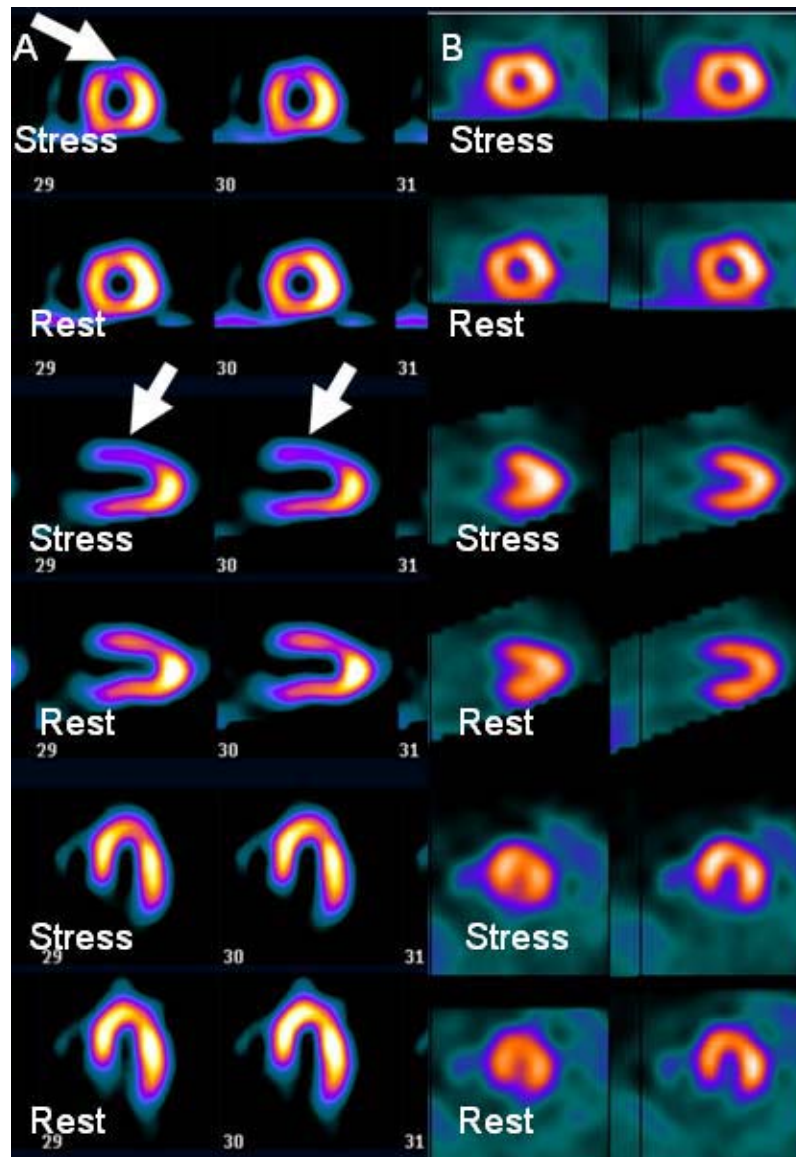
Exemplos CPM-SPECT de pacientes com múltiplos fatores de risco e angina atípica classificadas como de alto risco para mortalidade ($> 2\%/ano$) pelo modelo Clínica + FEVE. A: paciente com hipoperfusão ântero-septal (setas brancas). Depois de adicionar o resultado da CPM-SPECT no modelo, a probabilidade de mortalidade da paciente aumentou de $2,8\%$ para $4,5\%/ano$, permanecendo na faixa de maior risco de $>2\%/ano$. A paciente foi a óbito depois de 2,1 anos de acompanhamento. B: paciente de alto risco ($2,3\%/ano$) pelo modelo clínico, com CPM-SPECT com perfusão miocárdica normal. Depois de adicionar o resultado da CPM-SPECT no modelo, a paciente foi reclassificado como de baixo risco ($0,9\%/ano$) e continua viva após 3,5 anos de acompanhamento
